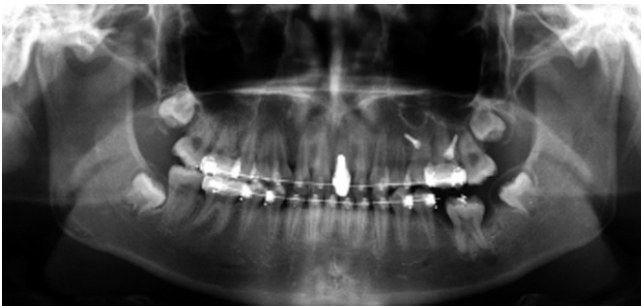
Pre-treatment panoramic radiograph. The mandibular left first molar was impacted and the mandibular left second molar was mesially angulated.
